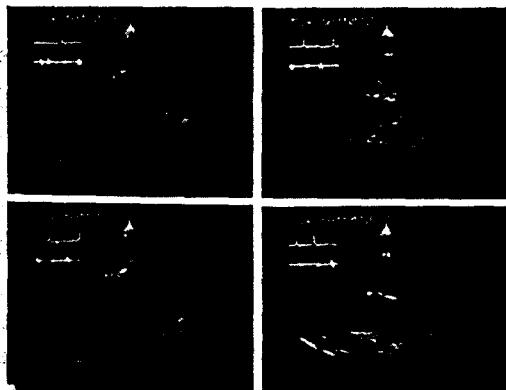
Postoperative echocardiogram shows good correction of VSD and pulmonary artery and pericardial effusion newly formed.
